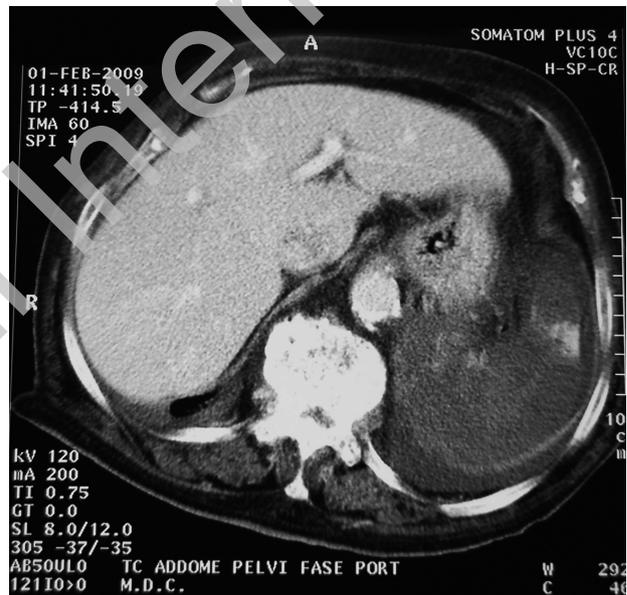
TC nella paziente con infarto splenico: alterazione della densità parenchimale della milza. Dopo iniezione di contrasto si evidenziano estese aree di parenchima escluse dal circolo.
